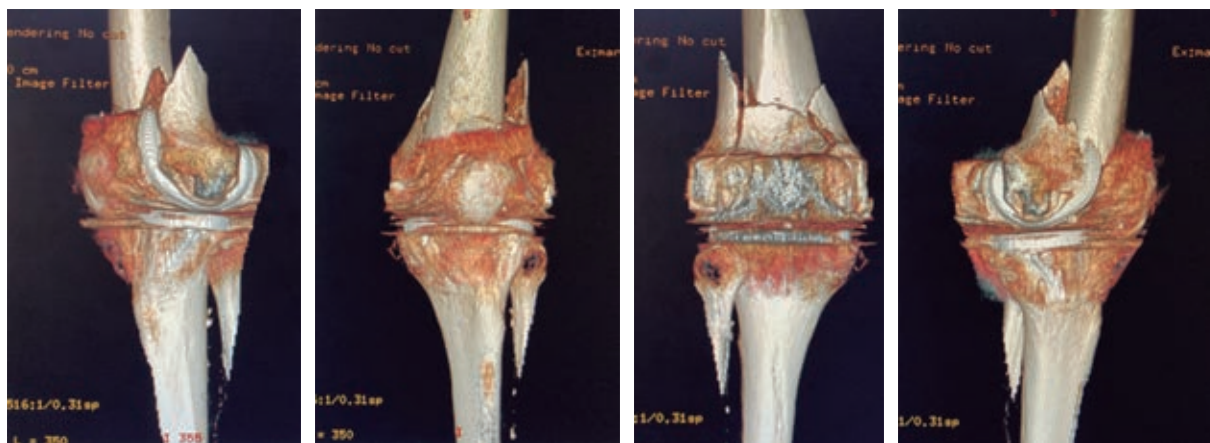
Tomografía axial computarizada de rodilla izquierda con reconstrucción 3D, fractura periprotésica Rorabeck-Lewis tipo II.
